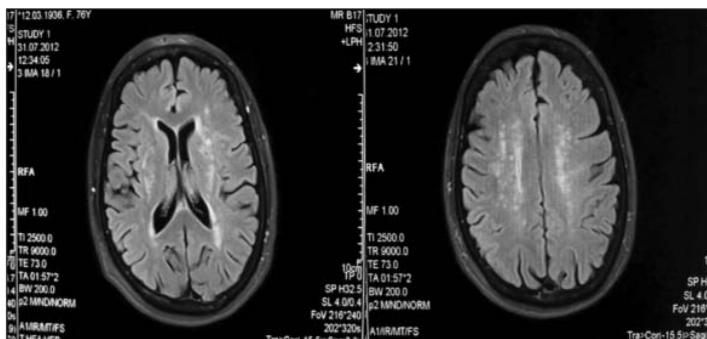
Признаки лейкоареоза (повышение плотности сигнала в T2-взвешенном изображении, МРТ)
